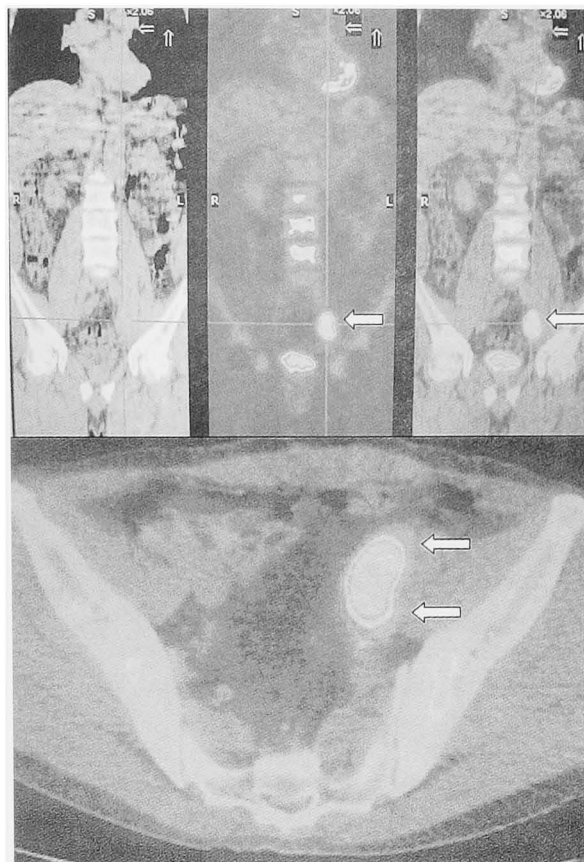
Positron emission tomography demonstrated the abnormal uptake of ^{18}F -FDG at external iliac lymph node (52×32 mm in diameter).
